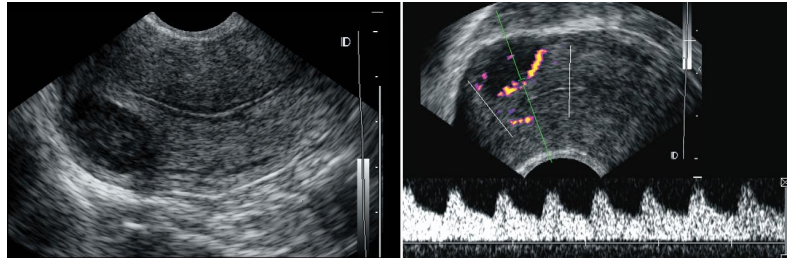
Presencia de nódulo miomatoso hipoeicoico intramural en el fondo uterino, que al estudio Doppler demuestra vascularización periférica.
